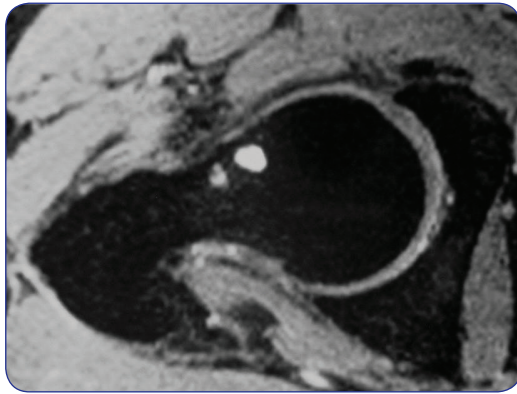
Imagen de RM de una cadera con PFA tipo cam y con pequeños quistes en la unión entre la cabeza y el cuello femoral.
